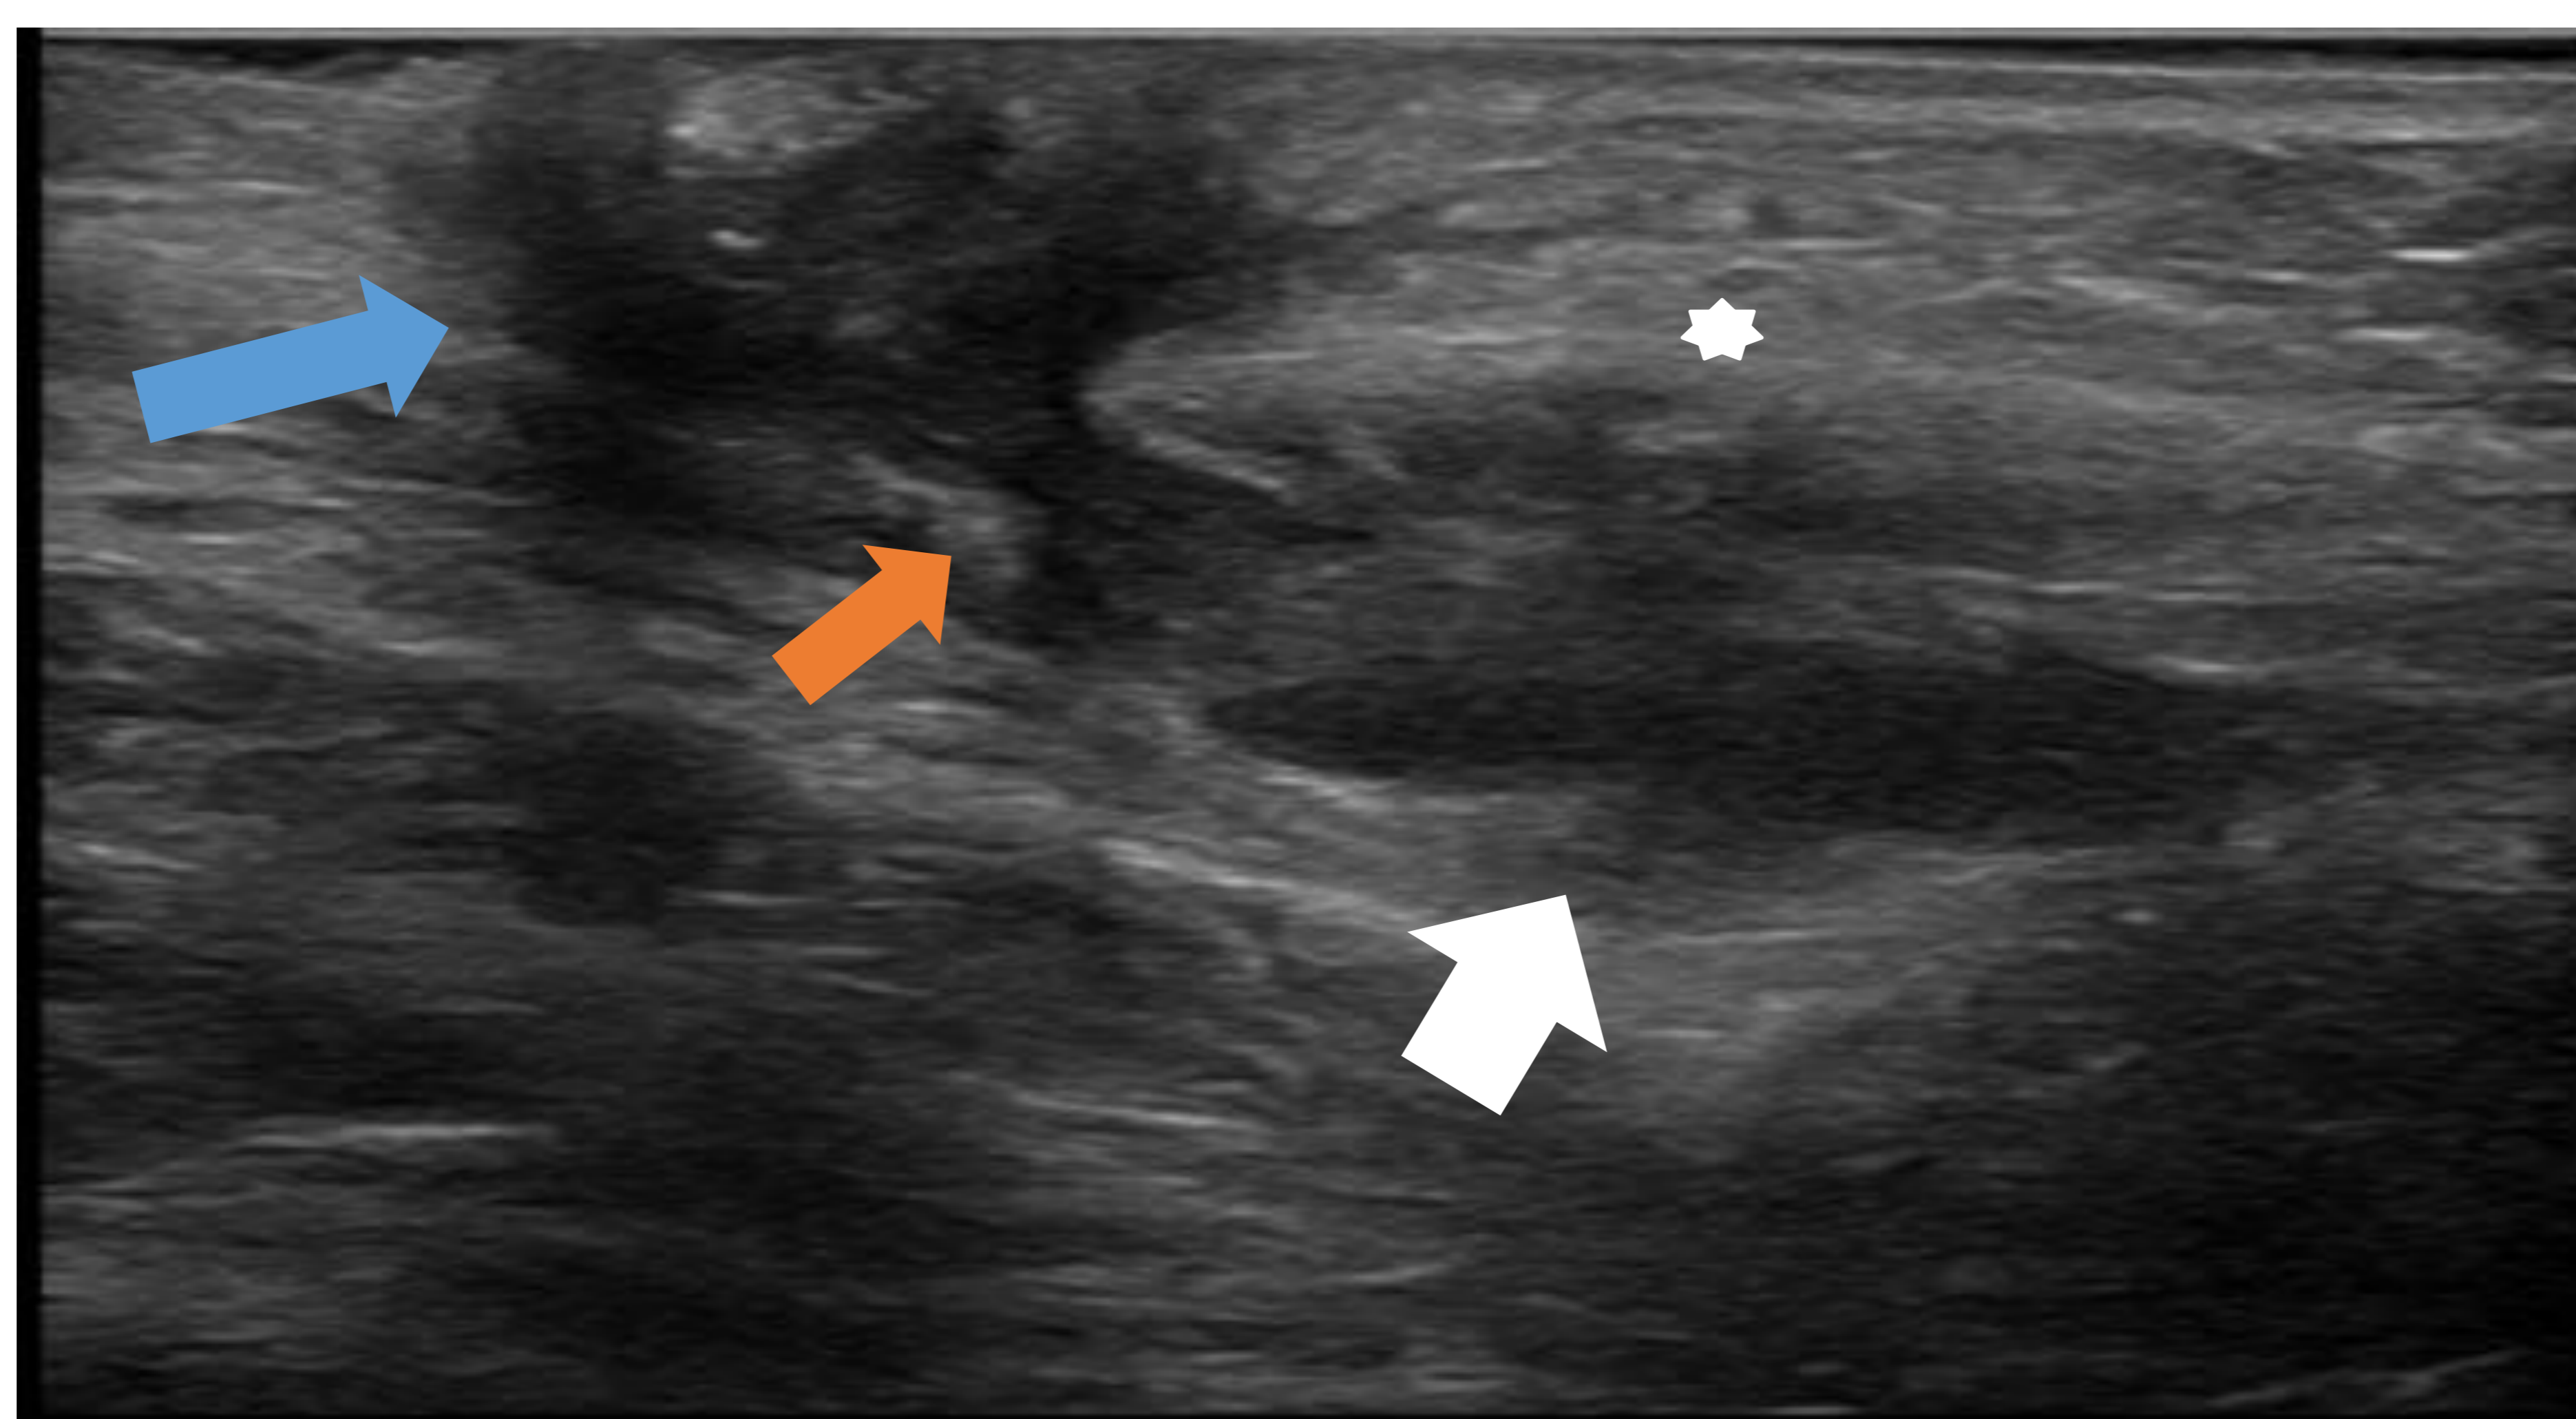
Plano sagital de una ecografía de pared abdominal. Imagen alargada bien delimitada por pared ecogénica y contenido hipo/anecoico que termina en fondo de saco (flecha blanca), que se conecta a través de un trayecto (flecha naranja) con el ombligo (flecha azul). Asocia hiperecogenicidad de la grasa subcutánea (estrella blanca). Sinus del uraco con signos de inflamación de partes blandas asociada. Hallazgos en un niño de 3 años con onfalitis de repetición.
